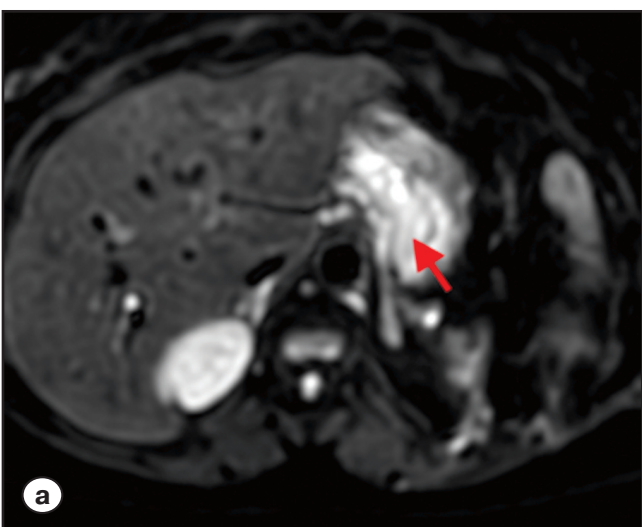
МРТ-изображения очагового образования в желудке (указано красными стрелками) в режиме DWI:
